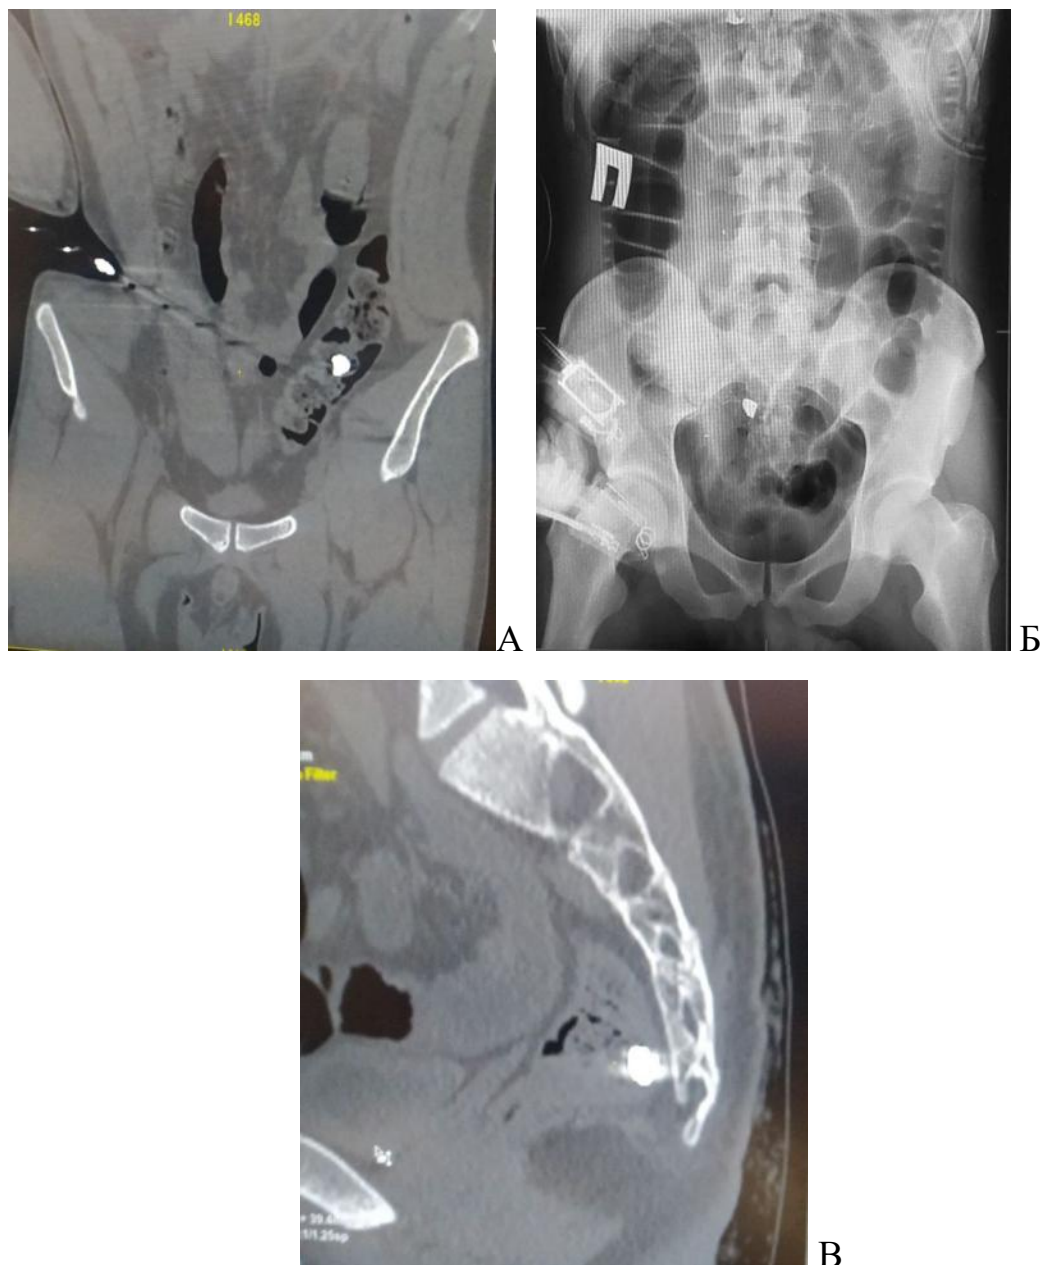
Оглядова рентгенографія органів черевної порожнини пораненого Ш., 39 років в динаміці: А – пряма проекція, СТ (металевий осколок) в просвіті сигмоподібної кишки перша доба після поранення; Б – пряма проекція, СТ (металевий осколок) в ділянці ректосигмоїдного переходу товстої кишки, через 12 годин після поранення; В – бокова проекція, СТ (металевий осколок) в просвіті прямої кишки через 24 години після поранення.
